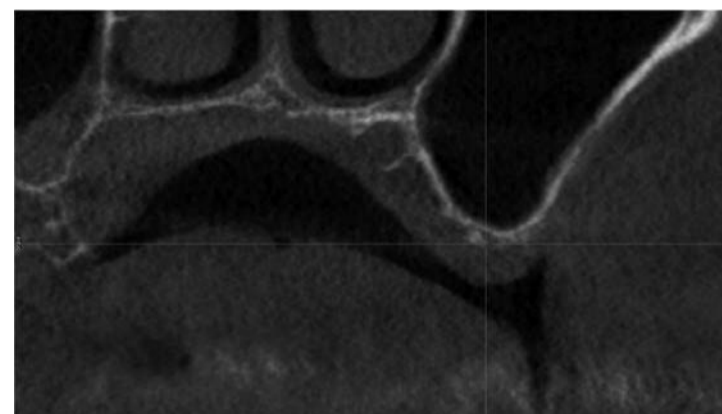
CBCT seno mascellare sinistro.
